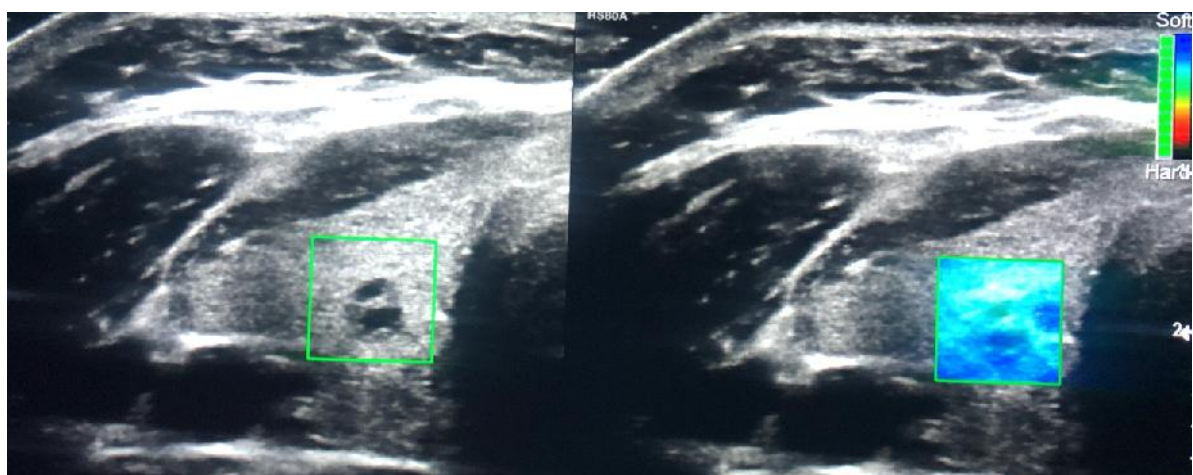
Estudio de ecografía de toroides, con presencia de nódulo tiroideo de composición esponjiforme, por lo que le corresponde un TIRADS 1 ACR, que con el uso de la elastografía corresponde a un patrón 2 de Asteria; su reporte de BAAF con Bethesda III y reporte histopatológico correspondiente a tumor folicular benigno. Elaboración propia, Fuente: Expediente clínico de paciente que acudió al servicio de radiología e imagen del CEMENAV.
